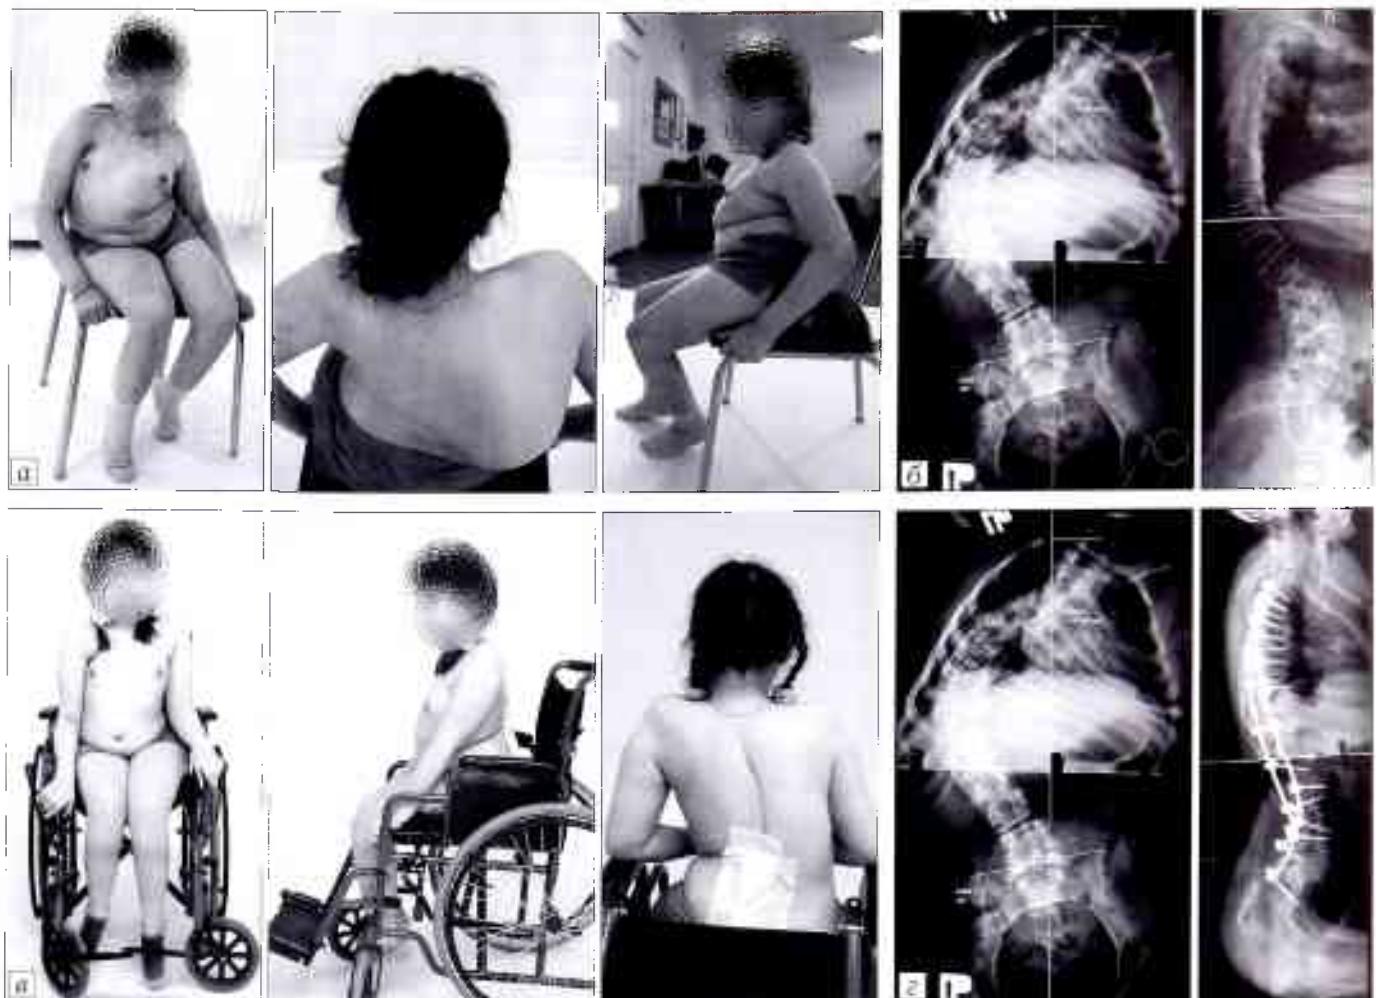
Внешний вид и рентгенограммы пациентки 11 лет с пейрогенным прогрессирующим сколиозом на фоне СМА III типа до (а, б) и после (в, г) оперативного лечения в объеме задней остеотомии позвоночника по Ponte на вершине деформации с коррекцией деформации позвоночника многоопорной транспедикулярной системой.
